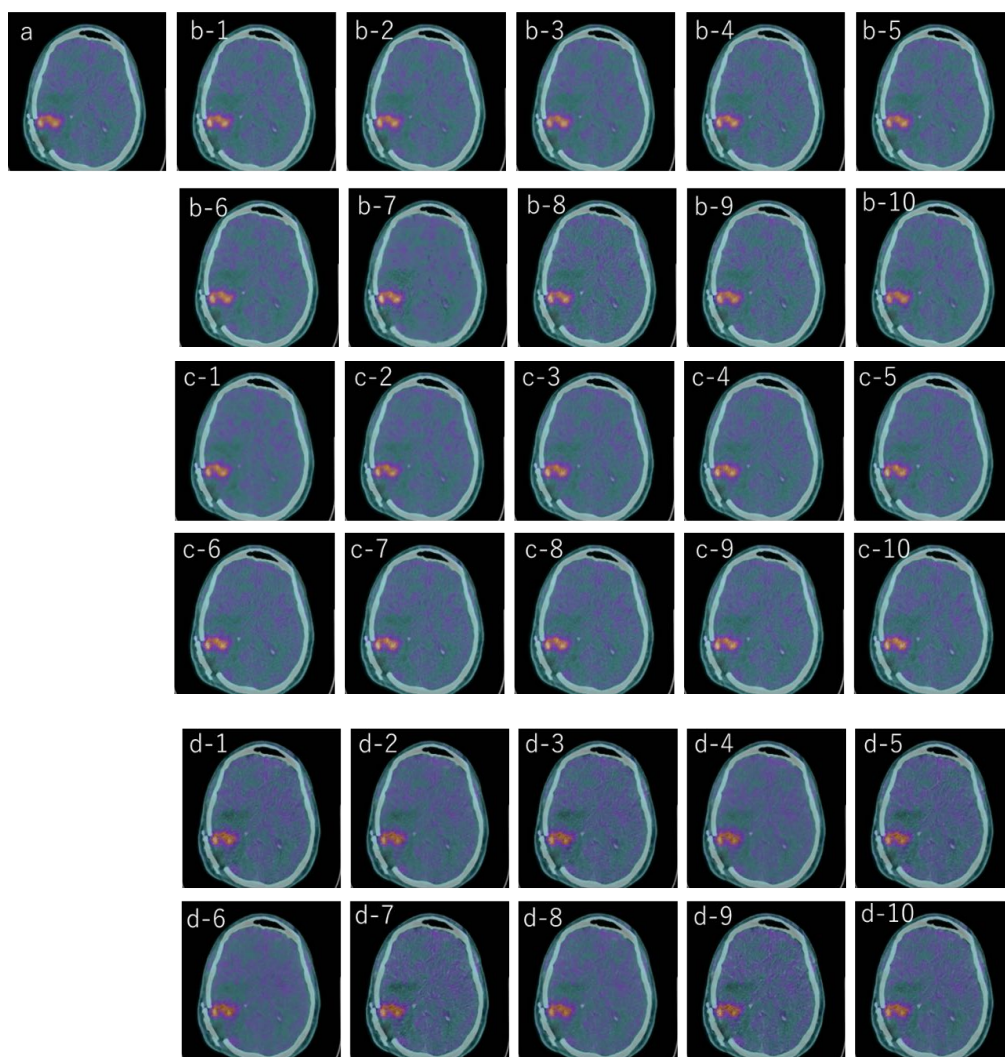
原画像とデータオーギュメンテーションを併用し生成した PET/CT 画像
